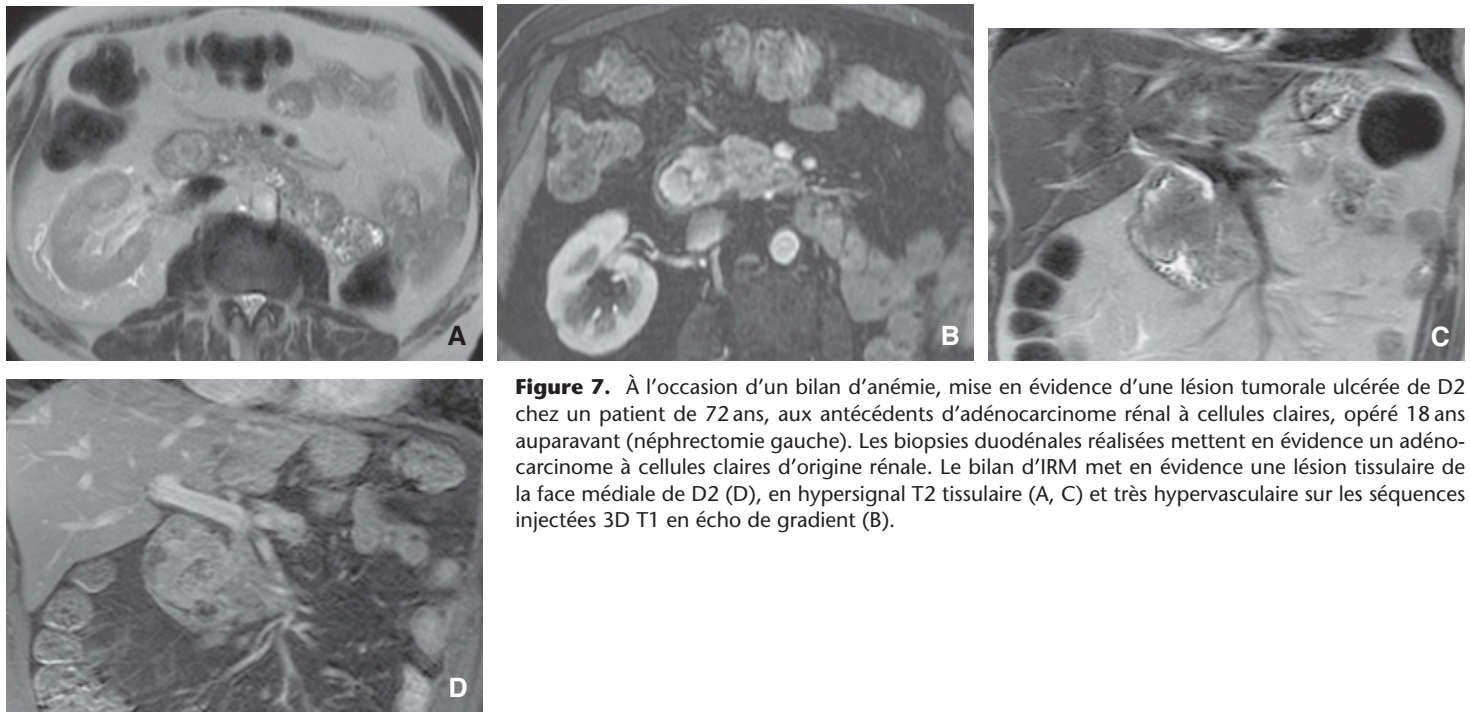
À l'occasion d'un bilan d'anémie, mise en évidence d'une lésion tumorale ulcérée de D2 chez un patient de 72 ans, aux antécédents d'adénocarcinome rénal à cellules claires, opéré 18 ans auparavant (néphrectomie gauche). Les biopsies duodénales réalisées mettent en évidence un adénocarcinome à cellules claires d'origine rénale. Le bilan d'IRM met en évidence une lésion tissulaire de la face médiale de D2 (D), en hypersignal T2 tissulaire (A, C) et très hypervascularisée sur les séquences injectées 3D T1 en écho de gradient (B).
